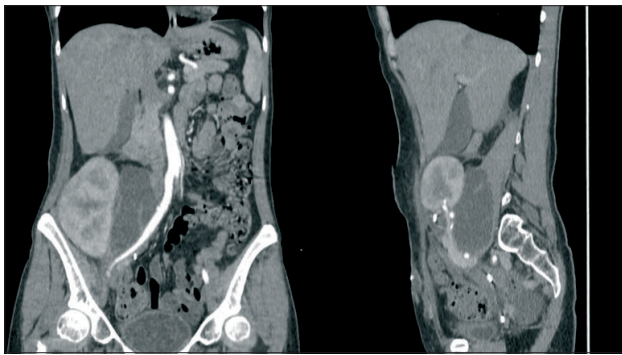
МСКТ пациентки до лечения
